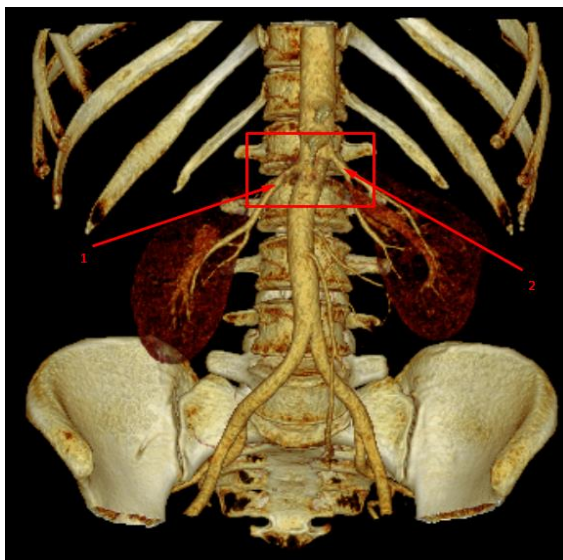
Скелетотопическая визуализация углов отхождения почечных артерий. Мужчина нормостенического типа телосложения, 44 года, мультиспиральная компьютерная томограмма: 1 (правая почечная артерия) и 2 (левая почечная артерия) имеют нисходящее направление
